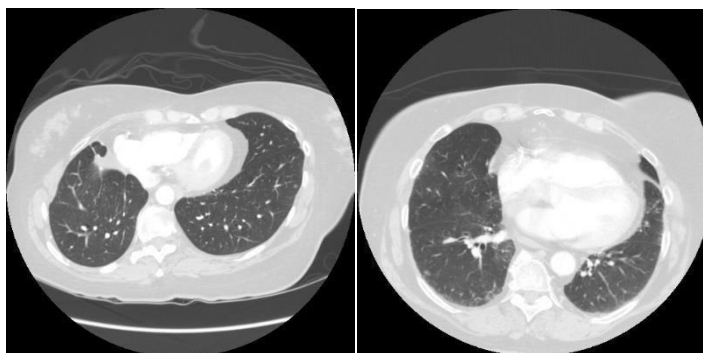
imagens de tomografia computadorizada da base LIDC-IDRI
